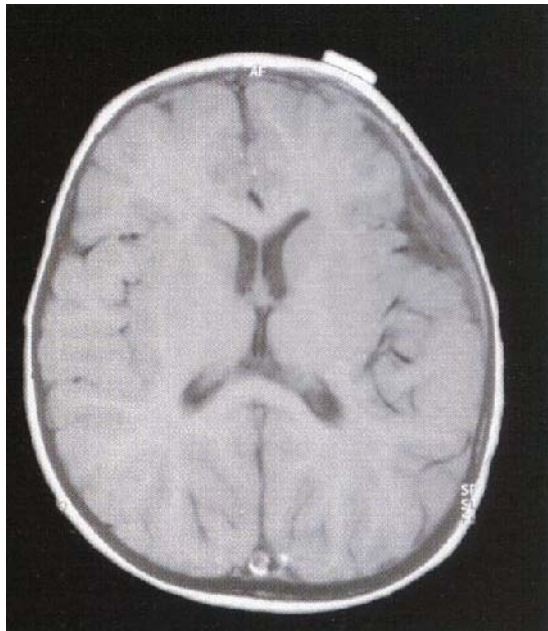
IRM cérébrale de contrôle postopératoire du même patient
